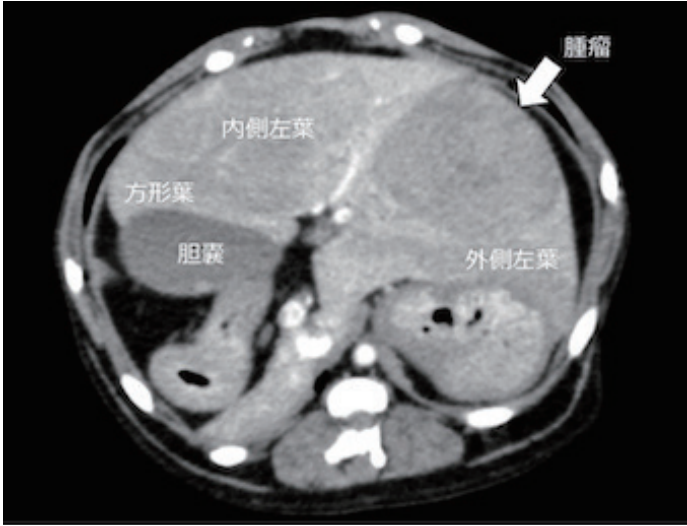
多時相造影 CT 画像（動脈相）。外側左葉に単一の塊状型腫瘍を認めた。
